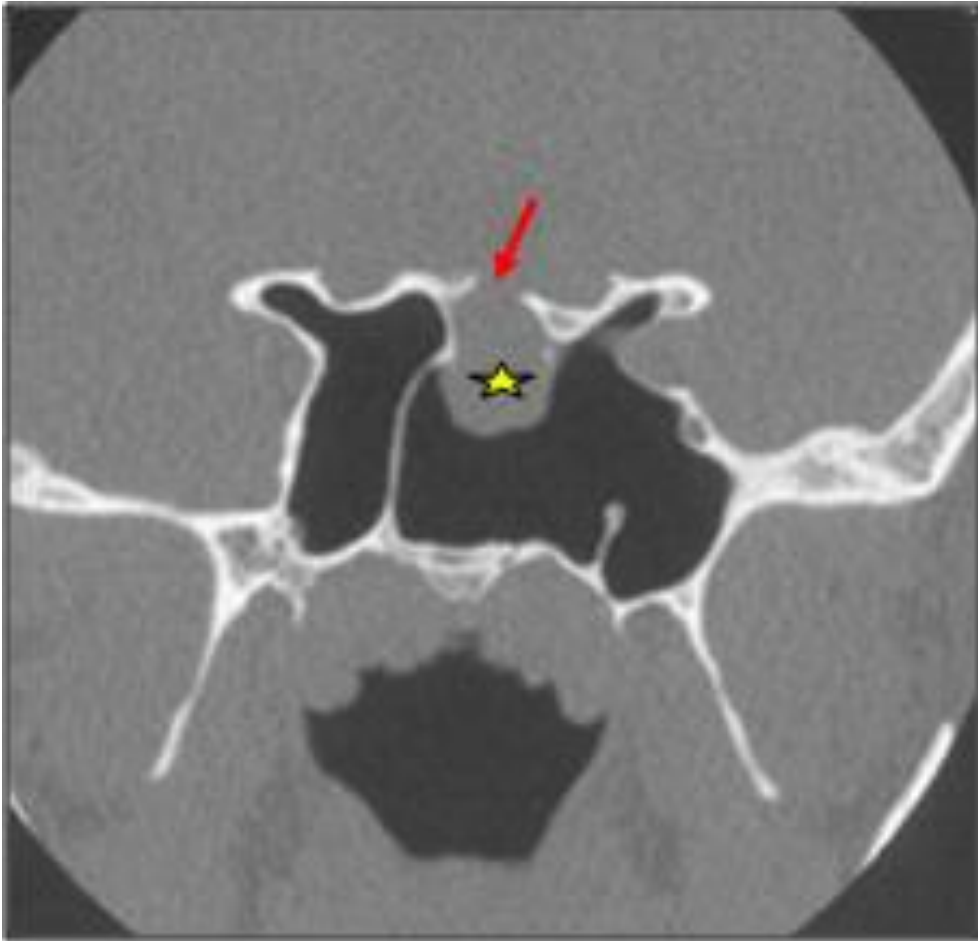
TDM sinus C- Coupe coronale montrant lésion hypodense comblant partiellement le sinus sphénoïdal gauche avec défaut de la paroi supérieure du sinus sphénoïdal. (Iconographie du service d'ORL CHU Hassan II).
